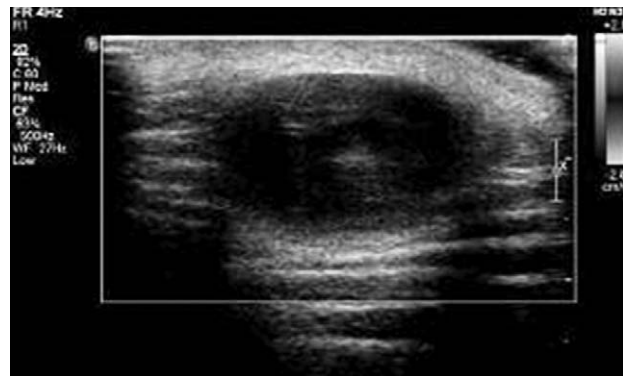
Doppler ultrasonography showed no definite blood flows.
